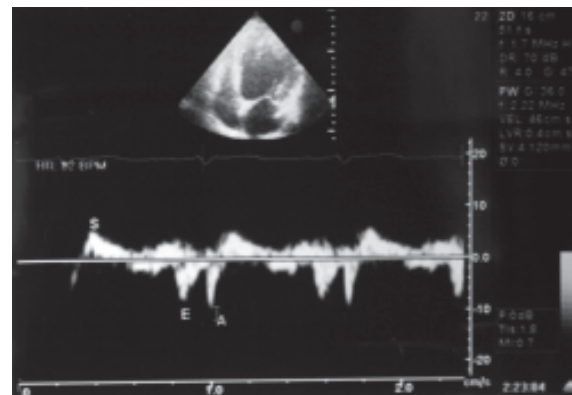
Ilustración de la técnica utilizada para examinar las velocidades anulares mediante doppler tisular DTI. La imagen superior representa una vista de cuatro cámaras apical en la que el volumen de muestra pulsado se colocó en la porción lateral del anillo. La imagen inferior ilustra la imagen espectral del doppler tisular obtenida desde esta proyección. El registro muestra tres componentes: El primero de ellos es la velocidad sistólica del anillo en dirección superior Sm. Los otros dos componentes consisten en el movimiento bifásico que tiene lugar durante la diástoles Ea y Aa. En presencia de un funcionamiento normal de los ventrículo Ea en general es mayor que Aa.
